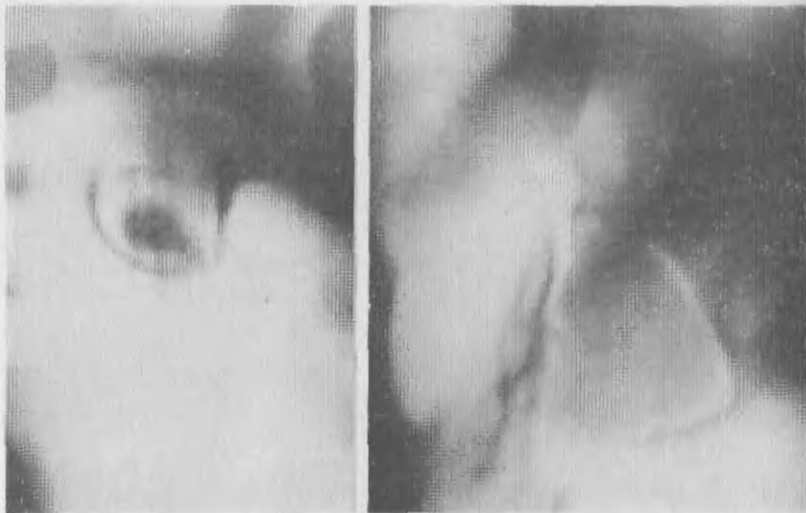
Боковая томограмма (а) и бронхограмма (б) правого легкого у больного с доказанной оперативно внутрилегочной секвестрацией.
